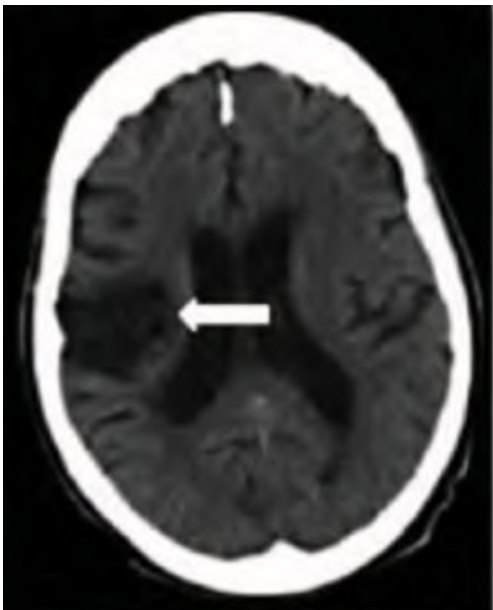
Ejemplo de TAC craneal basal TACI<sup>11</sup>.
